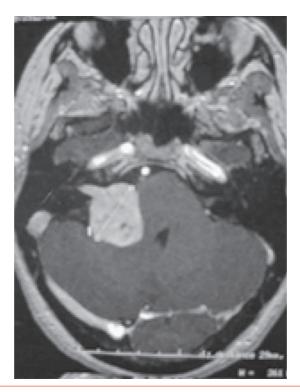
IRM de l'angle pontocérébelleux objectivant une tumeur développée dans l'angle, présentant un hypersignal en T1-gadolinium : neurinome du VIII droit.
